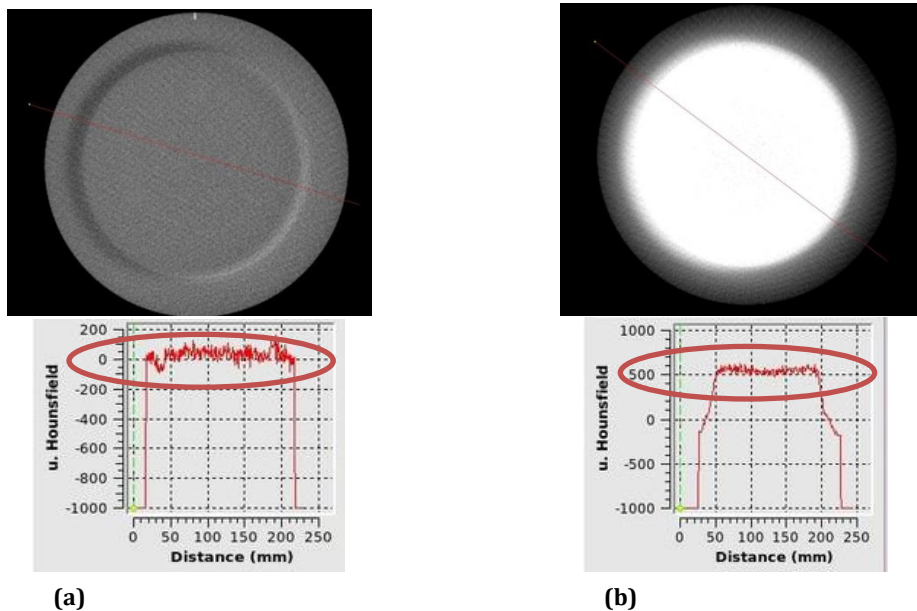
Images CBCT transverses de la partie uniforme du fantôme Catphan et profils UH en présence du filtre papillon (a) et en l'absence du filtre papillon (b).
